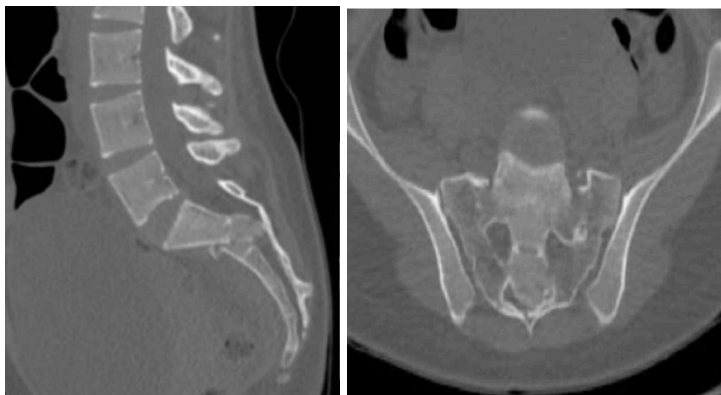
Tomografía lumbosacra, evidenciándose fractura de sacro
